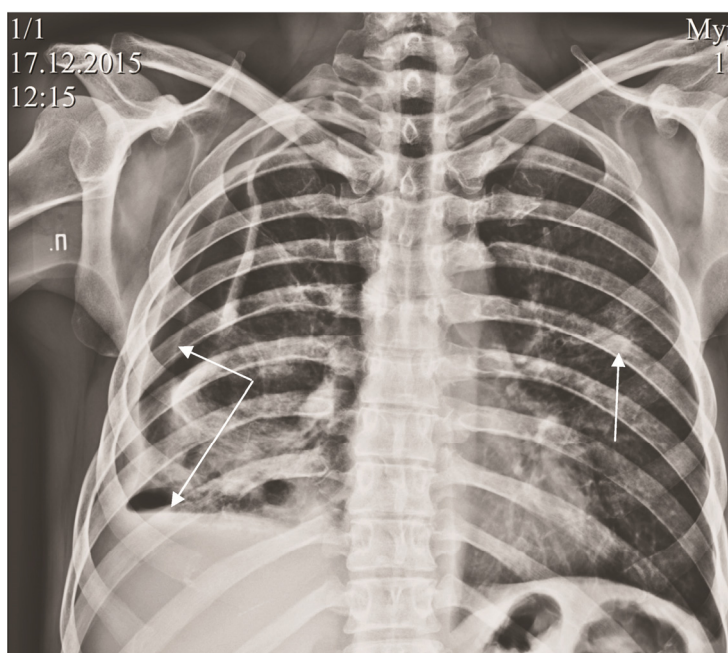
Обзорная рентгенограмма грудной клетки: в правом легком и в S₃ левого легкого множественные абсцессы. Правосторонний тотальный пневмогидроторакс (указано стрелками). Смещение средостения влево
